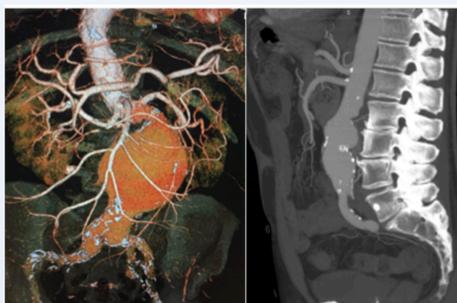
AAA de rango quirúrgico y bilobulado, reconstrucción e imagen TC
